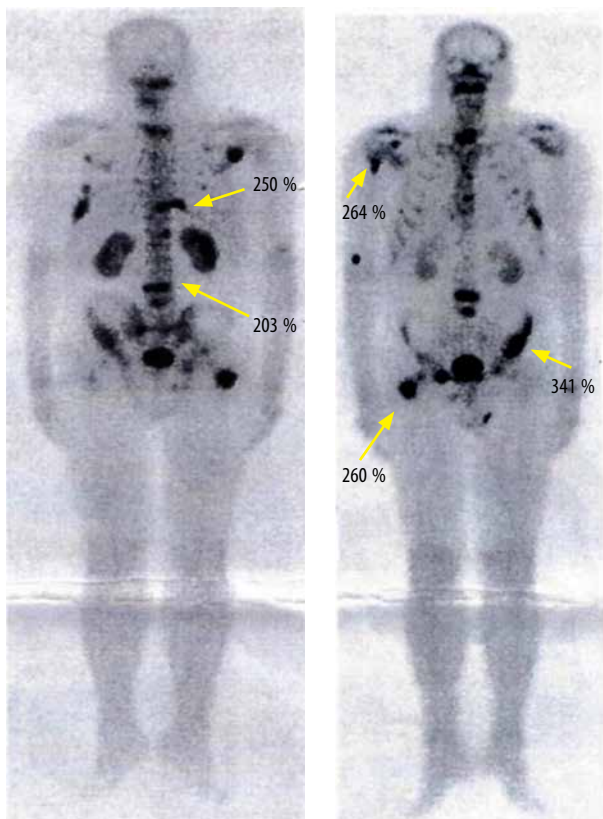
Остеосцинтиграфия (от 12.02.2018)
